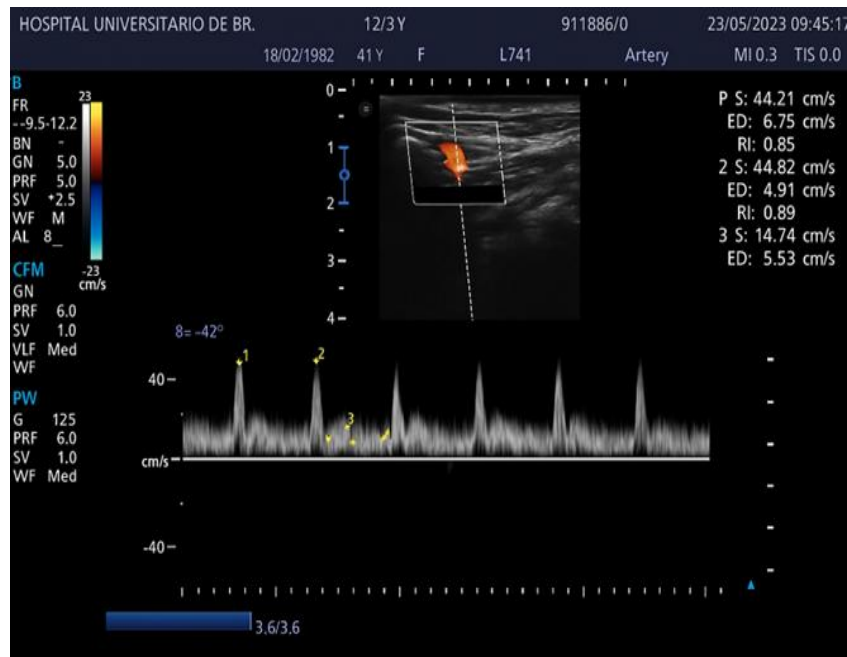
Ondas espectrais Doppler da artéria radial obtidas na tabaqueira anatômica, utilizadas para o cálculo do índice de resistência da artéria radial (IRAR). Transdutor linear (5-14 MHz). Unidade de Terapia Intensiva, Hospital Universitário de Brasília
